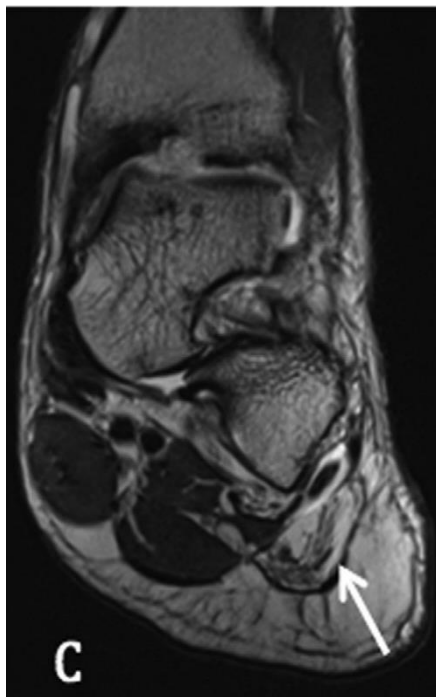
Resonancia Magnética 3. Imagen coronal a nivel más distal. Infiltración grasa a nivel intramuscular y presencia de edema. Grado 3 escala de *Retch*. (*Chimutengwende-Gordon et al, 2013*)
